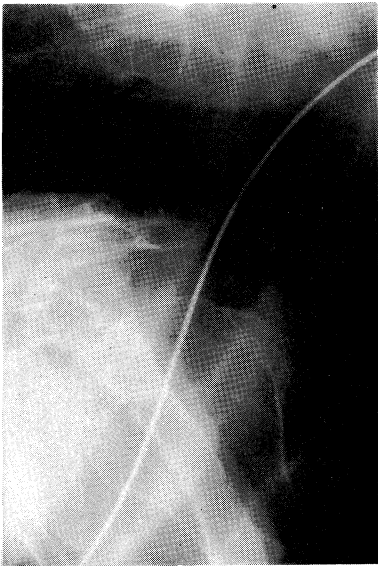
Radiograph of the neck at the balloon catheter dilatation.
